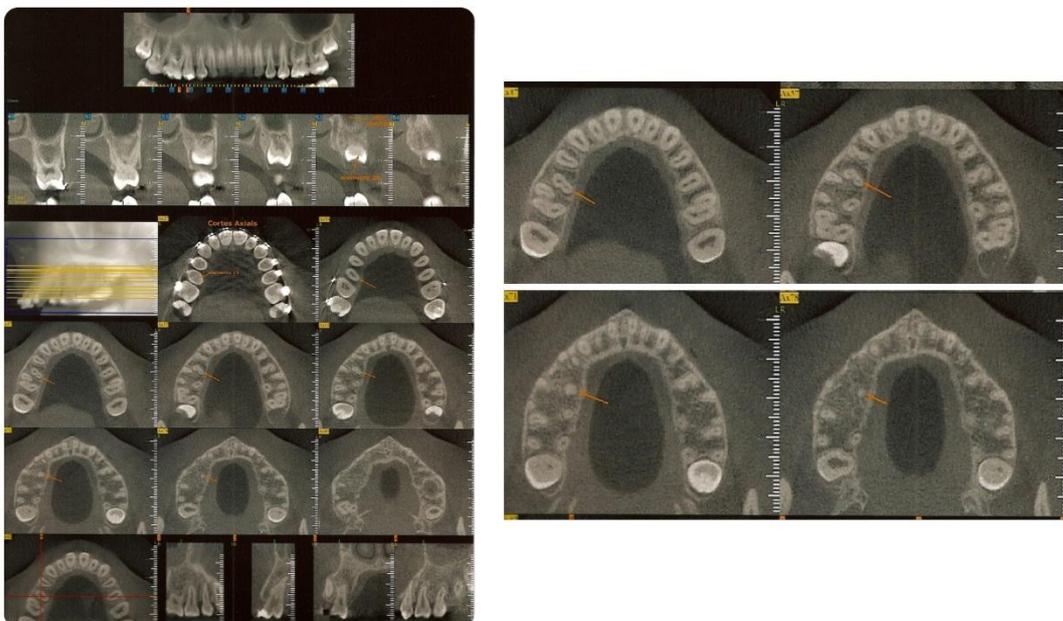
Avaliação da Tomografia Computadorizada confirmando a presença de osso alveolar palatino na região do dente 15.
